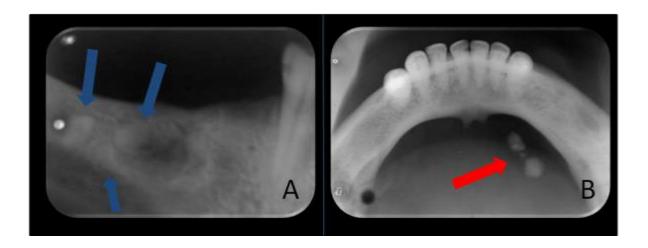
Cálculos salivales. Imagen A: Técnica periapical que muestra imágenes radiopacas compatibles con cálculos salivales (Flechas azules). Imagen B: Técnica oclusal perpendicular mandibular. Sialolitos de tamaño y forma variada ubicados en el conducto excretor de la gándula submandibular derecha (Flecha roja).
